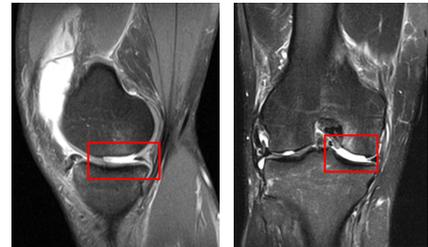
Lesión condral RM en T2 A) Corte sagital. B) Corte coronal.
